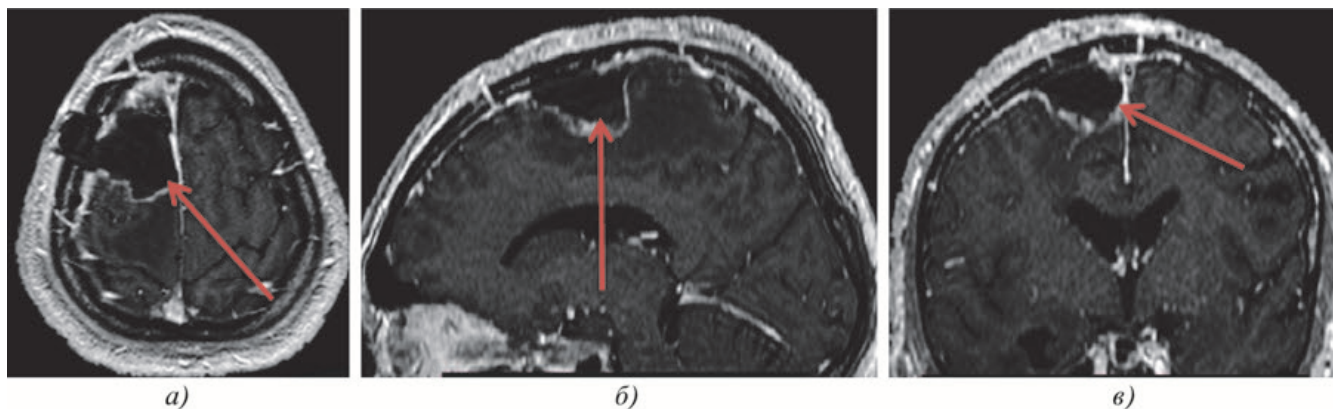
Снимок МРТ головного мозга после операции
